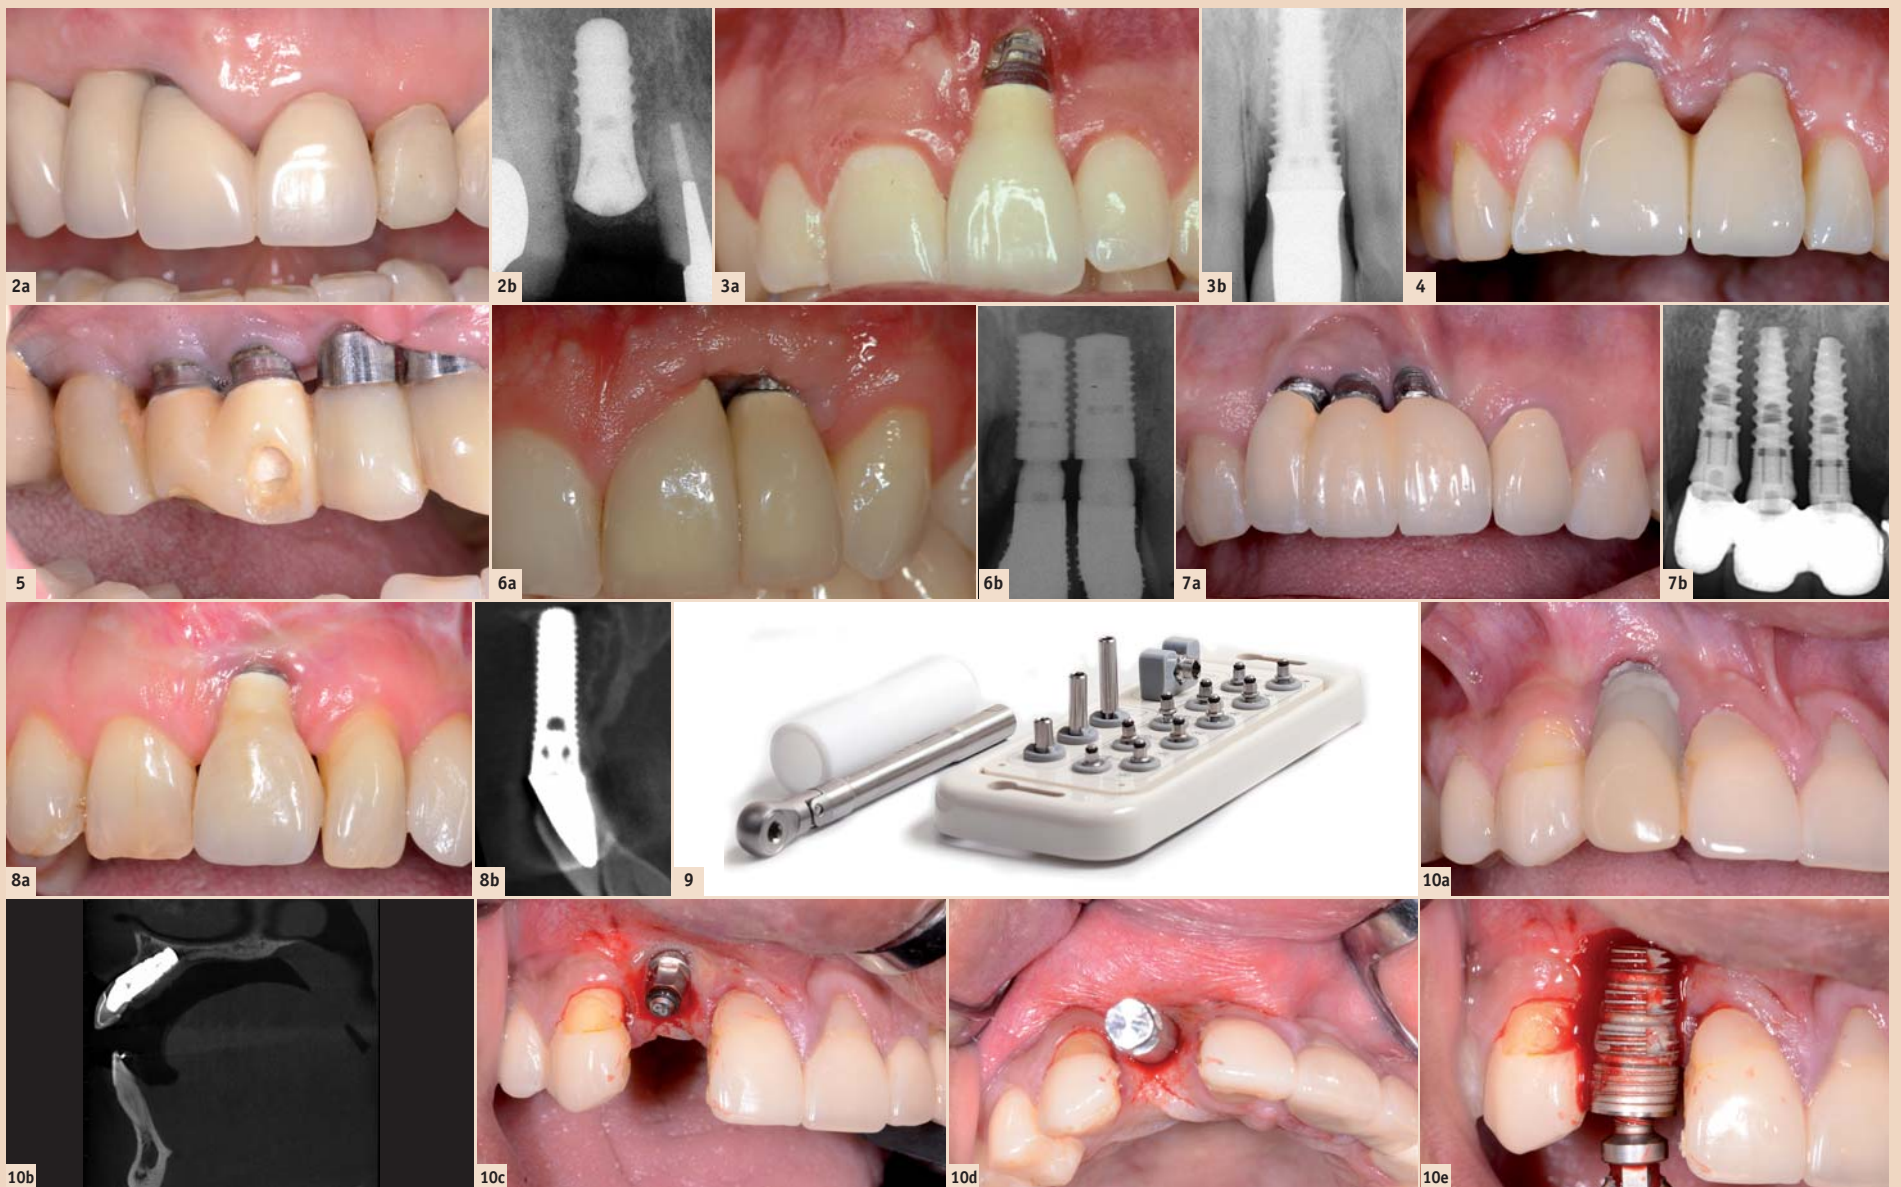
Fehlende Papille bei der Implantatkronen 12. – Abb. 2b: Das Röntgenbild zeigt das Implantat zu nahe am Nachbarzahn 11. Der Fehler war die Selektion eines zu großen Implantatdurchmessers. – Abb. 3a: Schwere Weichteilrezession bei einem Implantat, welches zu weit facial positioniert ist. – Abb. 3b: Das Röntgenbild zeigt das überdimensionierte Implantat, welches die faciale Fehlposition verstärkte. – Abb. 4: Die Weichteilrezession bei den beiden Implantaten 11 und 21 wurde durch eine apikale Fehlposition verursacht. – Abb. 5: Schwere ästhetische Komplikation infolge einer koronalen Fehlposition aller Implantate. Das sichtbare Metall stört extrem. – Abb. 6a: Weichteildefizit mit fehlender Papille zwischen zwei benachbarten Implantaten. – Abb. 6b: Das Röntgenbild zeigt die beiden Implantate, welche viel zu nahe aneinander platziert worden sind. Besser wäre nur ein Implantat in Regio 21 gewesen. – Abb. 7a: Schwere ästhetische Komplikation in einer Dreifach-Lücke mit drei inserierten Implantaten. Ein viel besserer Ansatz wären nur zwei Implantate gewesen mit einer implantatgetragenen Brücke. – Abb. 7b: Die drei Implantate führen zweimal zu benachbarten Implantaten, was unweigerlich zu vertikalem Knochenverlust führt. Zudem sind die Implantate fehlpositioniert. – Abb. 8a: Schwere Weichteilrezession nach Sofortimplantation. Wie oft gesehen, hat die frische Alveole das Implantat in eine faciale Fehlposition geführt. – Abb. 8b: Das orofaziale DVT zeigt, dass das Implantat facial keine Knochenwand besitzt. Diese ist nach der Extraktion resorbiert worden. – Abb. 9: Das BTI-Implant Extraction Kit, welches sich in der klinischen Anwendung als vielseitig und sehr effizient erwiesen hat. – Abb. 10a: Massive Weichteilrezession beim Implantat 12 infolge facialer Fehlposition. – Abb. 10b: Das DVT zeigt das überdimensionierte Implantat in einer Fehllage. – Abb. 10c: Klinische Situation nach Insertion des passenden BTI-Instrumentes, welches im Gegenurzeigersinn in das Implantatinnere eingeschraubt wurde. – Abb. 10d: Nach dem Aufsetzen des Zwischenstückes ist die drastische Fehllage klar ersichtlich. Mit der stark dimensionierten Ratsche kann nun das Drehmoment aufgebaut werden, um das Implantat aus der Knochenverankerung zu lösen. – Abb. 10e: Nach Entfernung ist die Dimension des viel zu großen Implantates erkennbar.
